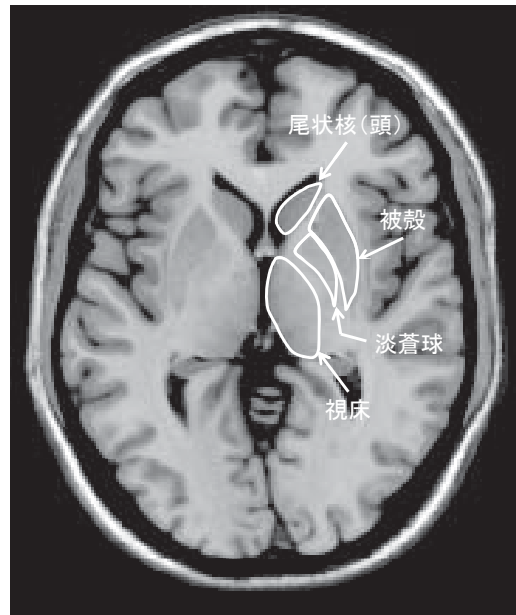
大脳基底核の一部と視床。MRI T1-強調画像の横断面上で、大脳右半球の尾状核頭、被殻、淡蒼球、視床を白線で囲って示した（neurological convention）。
